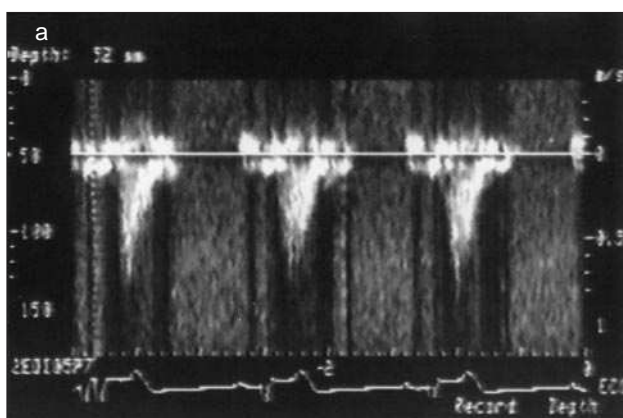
a) Registro Doppler de la velocidad del flujo de un injerto de AMI disfuncionante. Por el segmento permeable del vaso, al perderse la comunicación con la circulación coronaria, se transmite únicamente el flujo sistólico arterial sistémico; b) injertografía correspondiente al mismo caso, en la que se observa la obstrucción del injerto de AMI en su tercio proximal (flecha).
